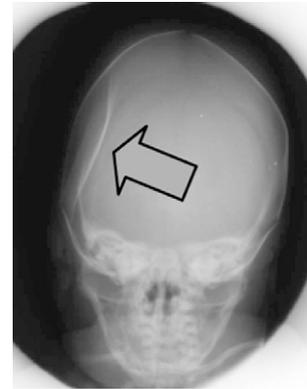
Radiographie d'embarrure causée par la mauvaise pratique du geste du forceps.
